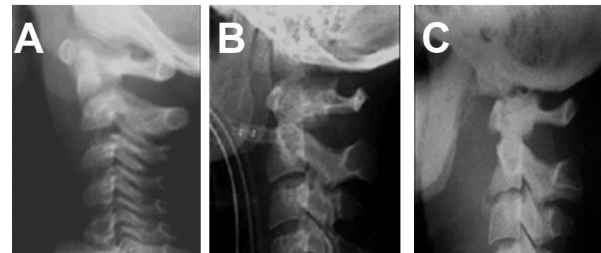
Clasificación de Traynelis de la LOA en radiografía de columna cervical lateral. Tipo I (A), II (B) y III (C).
